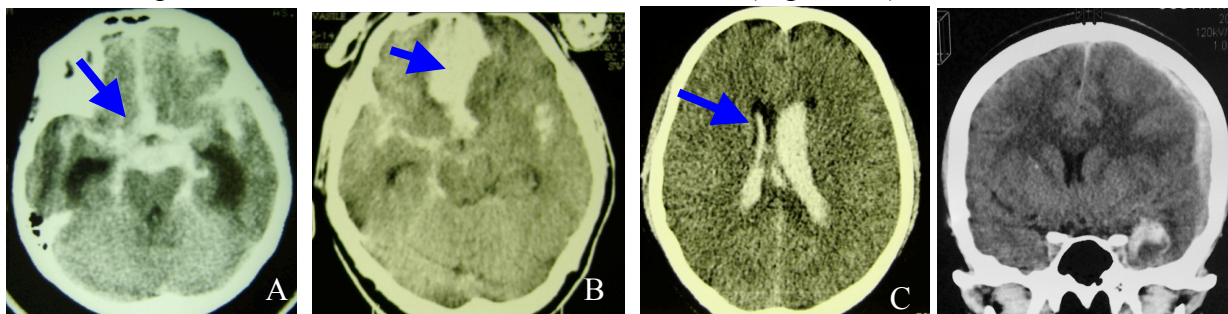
Modul de manifestare imagistica a erupției de anevrism la examinarea prin CT-cerebral nativ.
